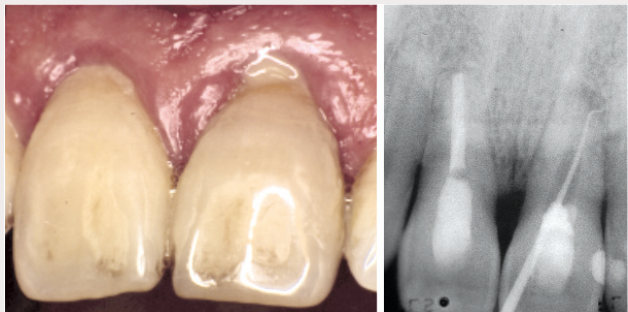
Tooth 21 with an endodontic-periodontal lesion showing spontaneous drainage of pus from the periodontal pocket. The radiographs showing the sinus tract traced with gutta-percha point.
